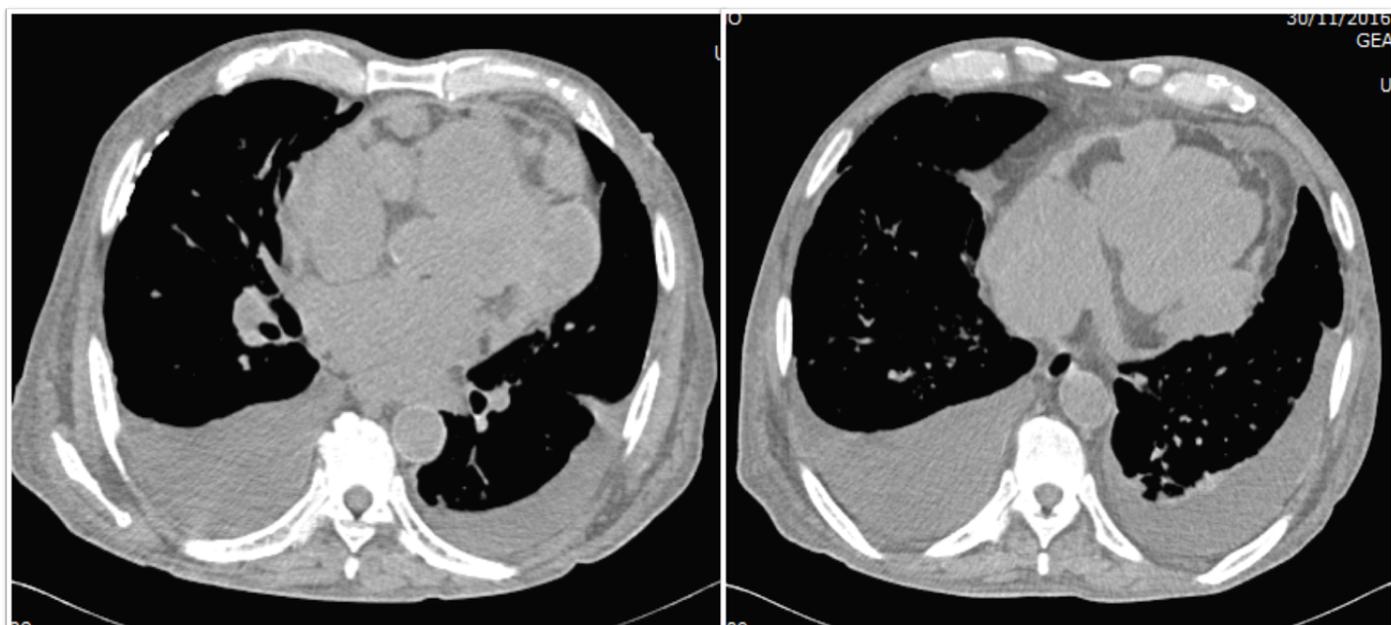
Tomografía computarizada de tórax y abdomen con presencia de múltiples lesiones nodulares a nivel mediastinal y pericárdio.
